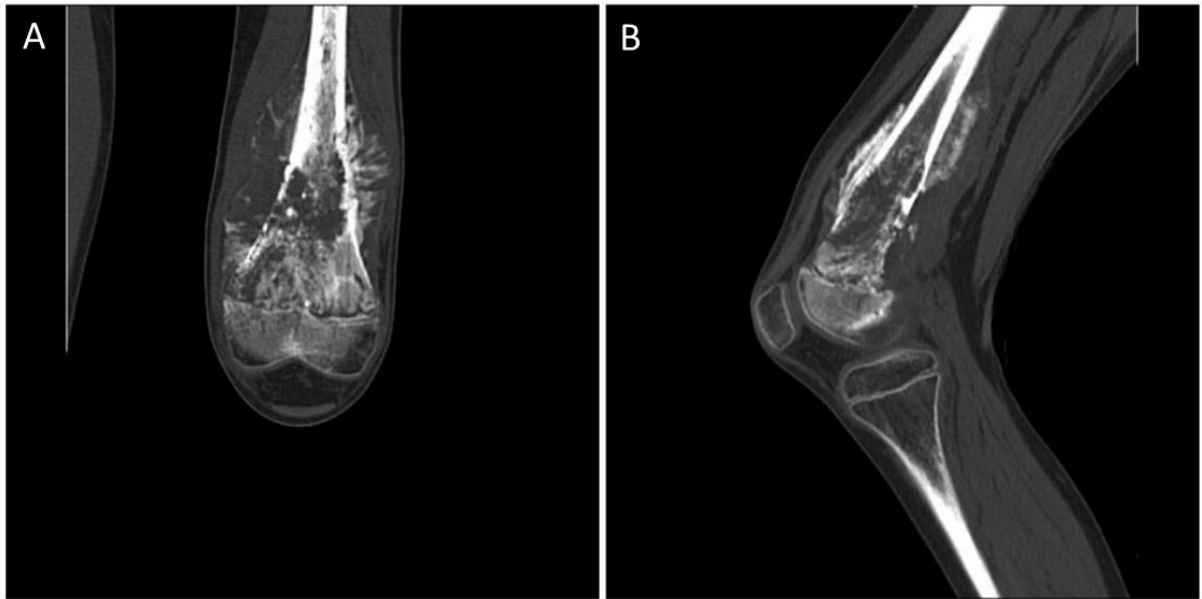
Tomografia computadorizada da região do joelho em antero-posterior (A) e perfil (B) evidenciando ossificação e calcificação do osteossarcoma. Fonte: arquivo de imagens do INTO
